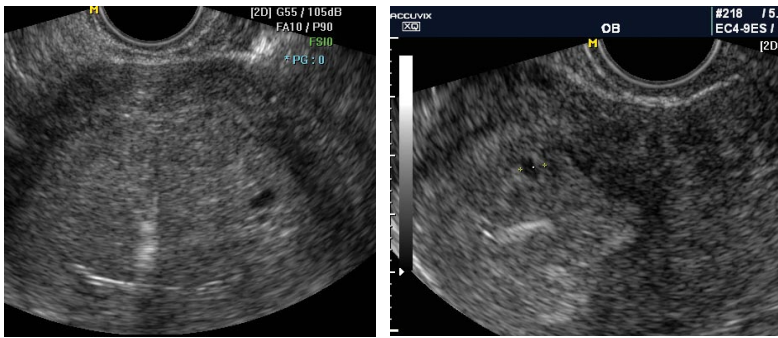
La ecografía muestra in DIU a nivel del fondo. Las pequeñas imágenes anecoicas de 2mm en un endometrio engrosado sugieren un embarazo intrauterino. El saco gestacional debe ser visto en ambos cortes sagital y transverso.
